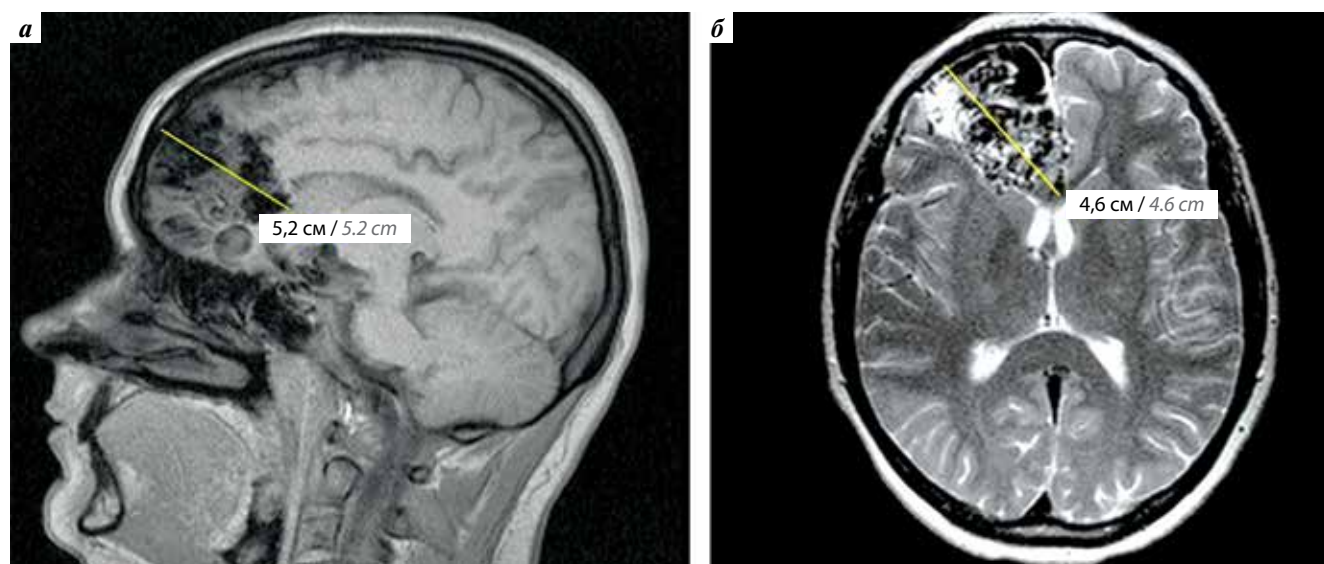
МРТ головного мозга: а — сагиттальная проекция, T1-режим; б — аксиальная проекция, T2-режим
